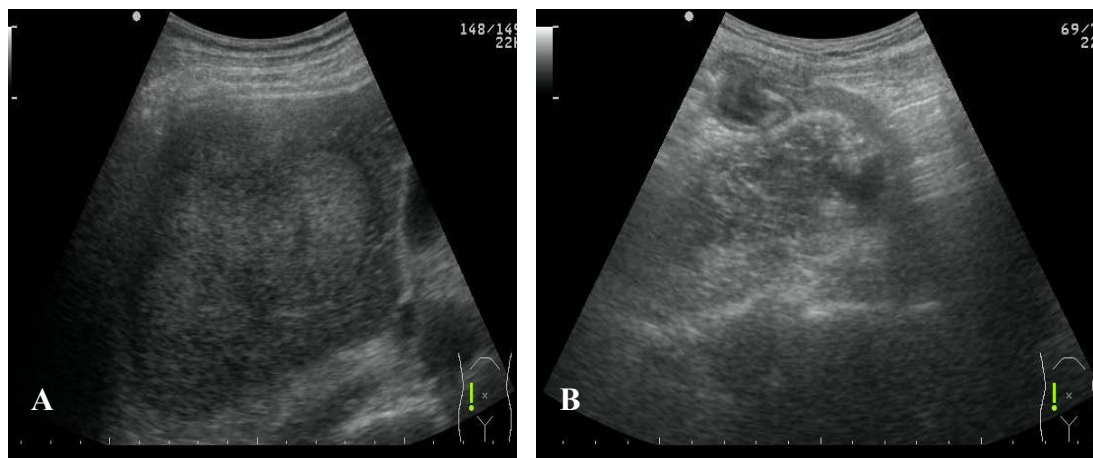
Ecografie abdominală
